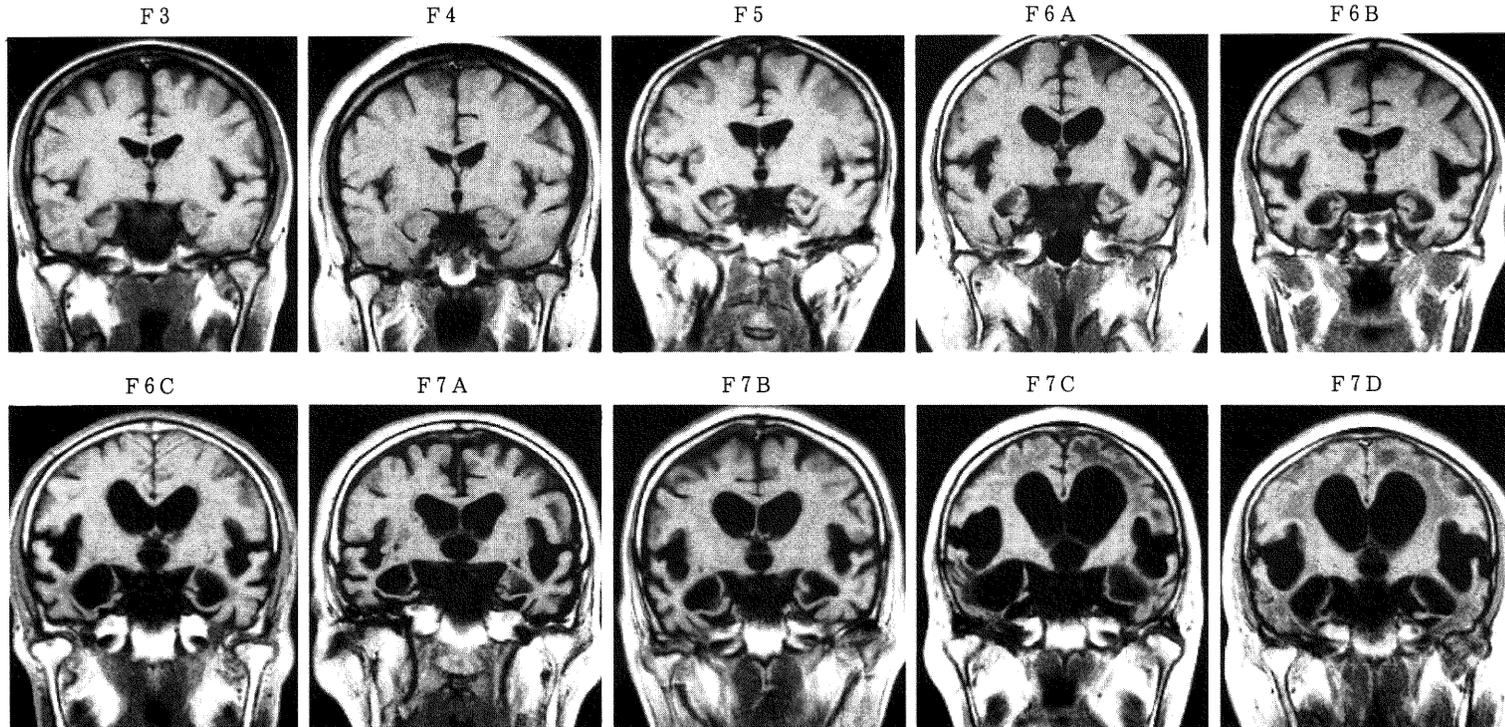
初老型アルツハイマー病における各病期の冠状断 (MRI T1 強調画像): アルツハイマー病の診断において海馬所見が重要である。病初期 (F 3, 4) には海馬萎縮も軽い。医療期間を訪れる時期である F5・F6A では, MRI 冠状断で海馬およびその周辺に特徴的萎縮が明瞭になる。痴呆進行に伴い萎縮は側頭葉・頭頂葉へと広がる。F は FAST stage を示す。それぞれの画像は異なる症例。
